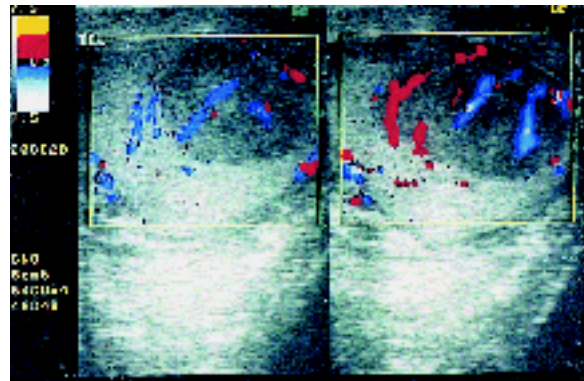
Doppler-color. Aumento de la vascularización en la lesión.
